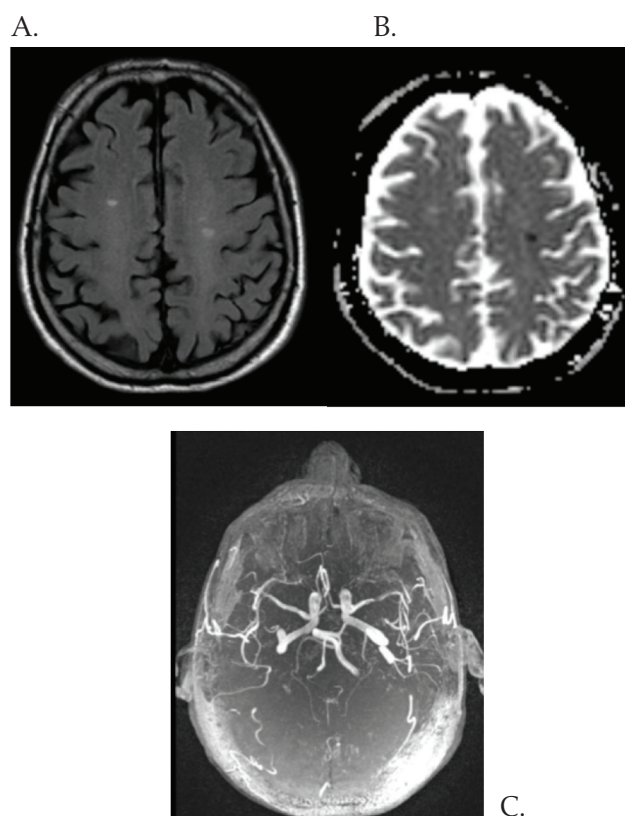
Imágenes de resonancia cerebral
